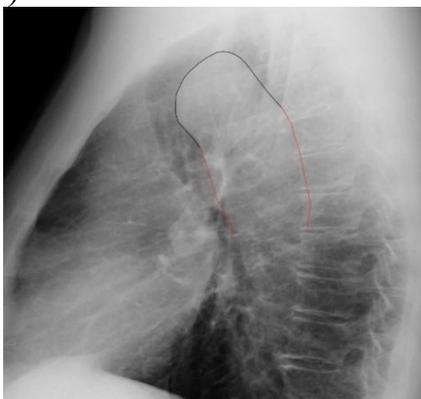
Обзорная рентгенография органов грудной полости в боковой проекции
